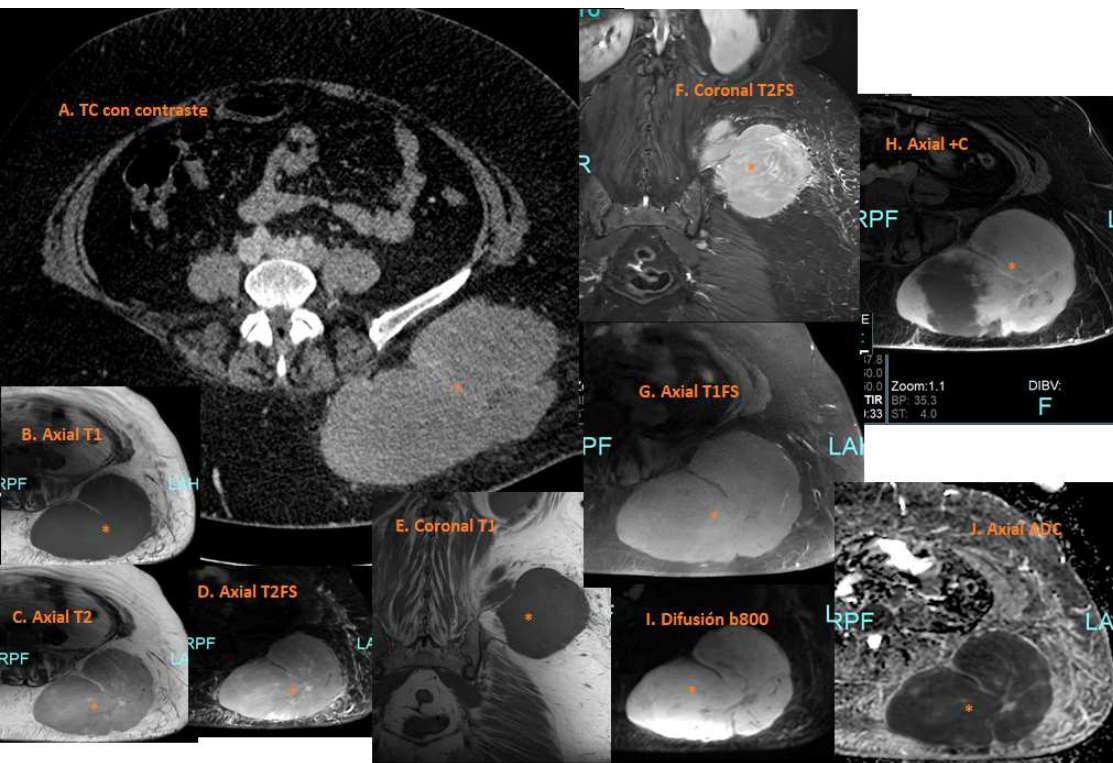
Voluminosa masa en TCS de región glútea izquierda. A. TC con contraste es sólida, con captación homogénea de contraste e hipodensidad central. B y E. Hipointensa en T1. C. Iso/hiperintensa en T2. D, F y G. Hiperintensa en saturación grasa. H. Realza marcadamente con contraste con zona medial compatible con necrosis. I y J. Marcada restricción en difusión.
